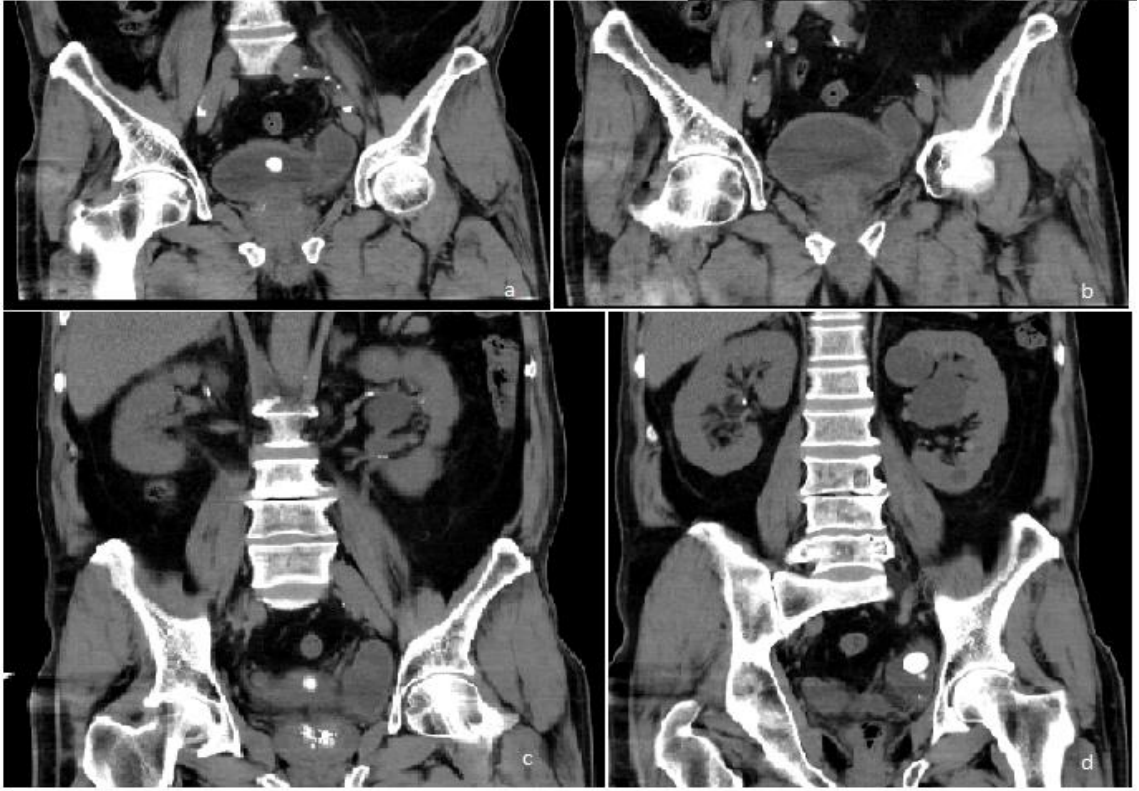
Dev mesane divertikülü (a ve b resmi aynı BT'ye ait farklı kesitlerdir)
